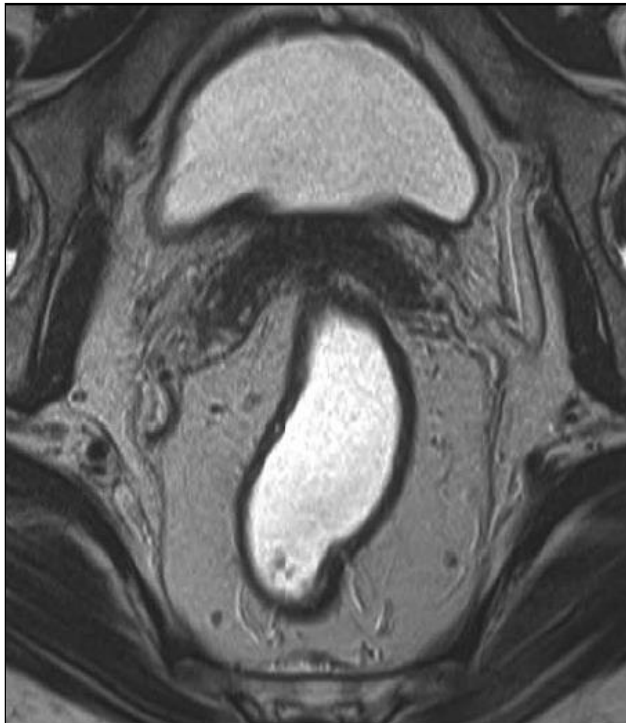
Aksijalni T2w prikaz slojeva zida rektuma – lumen rektuma okružen je mukozom u vidu tanke hipointenzne linije, oko nje je hiperintenzni submukozni sloj, dok spoljašnju hipointenznu konturu formira *lamina muscularis propria* (Arnd-Oliver Schäfer, Mathias Langer. MRI of Rectal Cancer: Clinical Atlas. Springer 2009; 1 edition).
